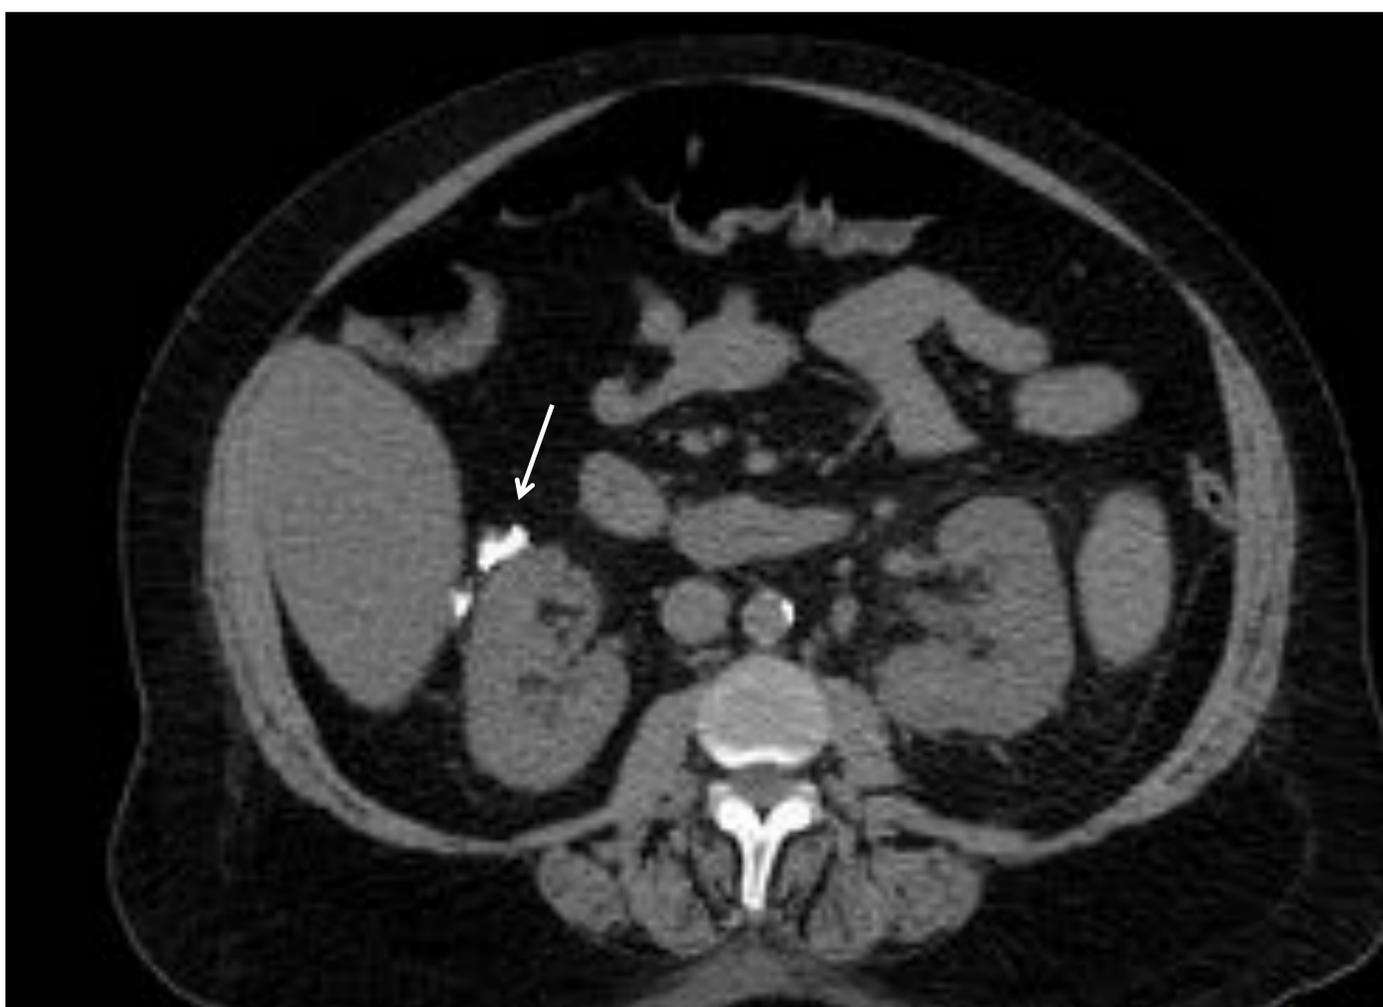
Corte axial de TC abdominopélvica sin contraste que muestra calcificaciones perirrenales derechas (flecha) en paciente con amiloidosis e insuficiencia renal.
